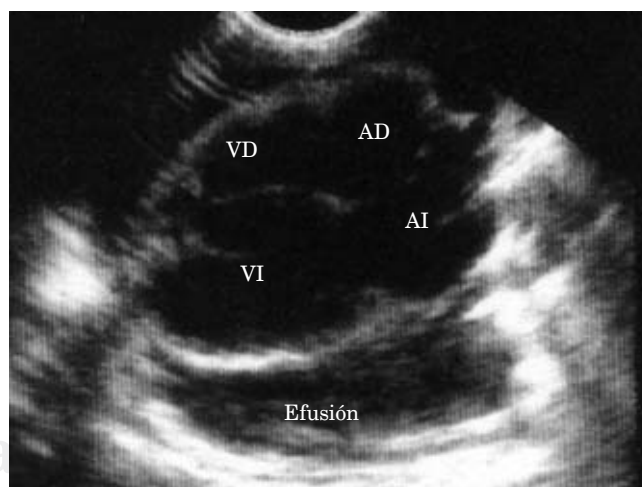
Ecocardiograma que muestra la presencia de enfermedad pericárdica y derrame pericárdico.
